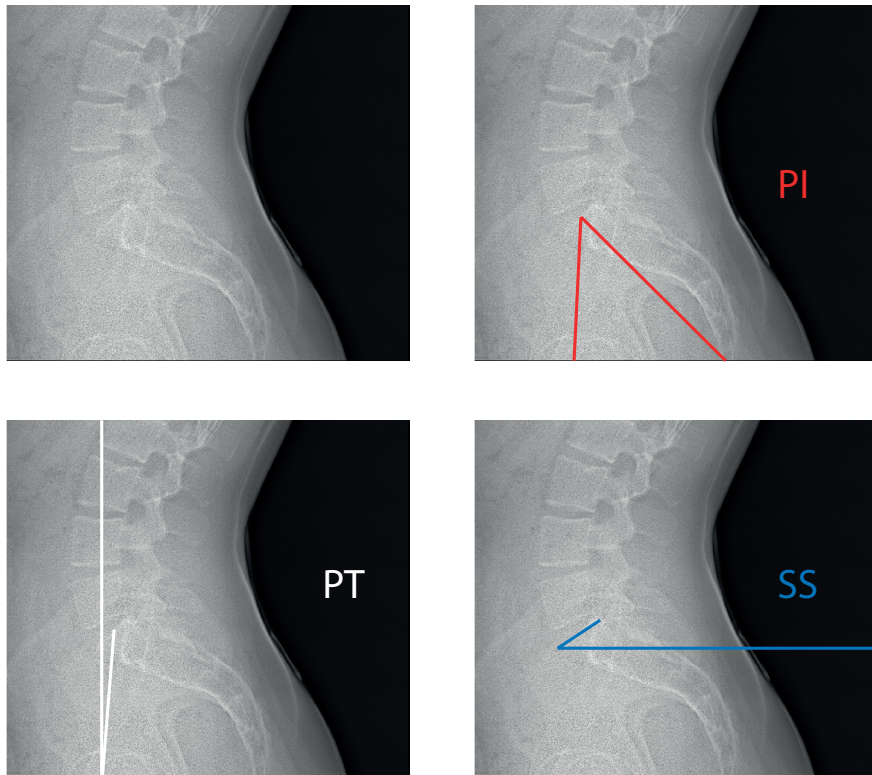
Paramètres sacro-pelviens mesurés sur une radiographie FS.
